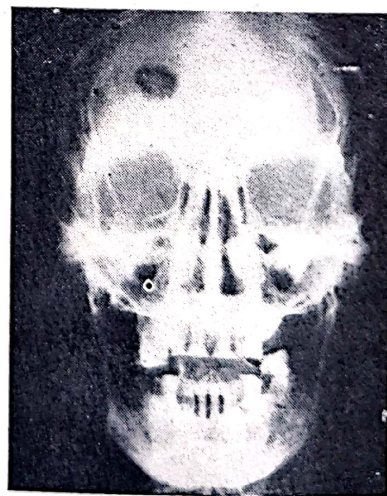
Radionecroză craniană la un bolnav tratat cu roentgenterapie de contact pentru un neoplasm al pielii capului (supradozaj).
